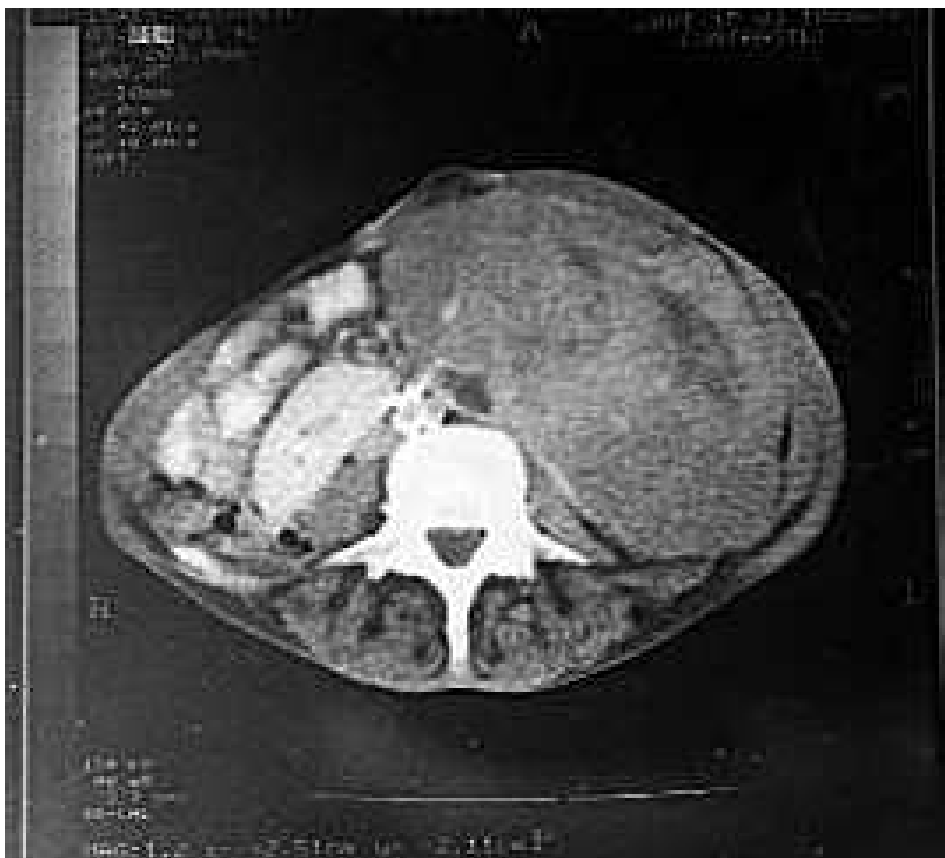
TDM pelvienne : tumeur rénale gauche nécrosée sur RFC.
